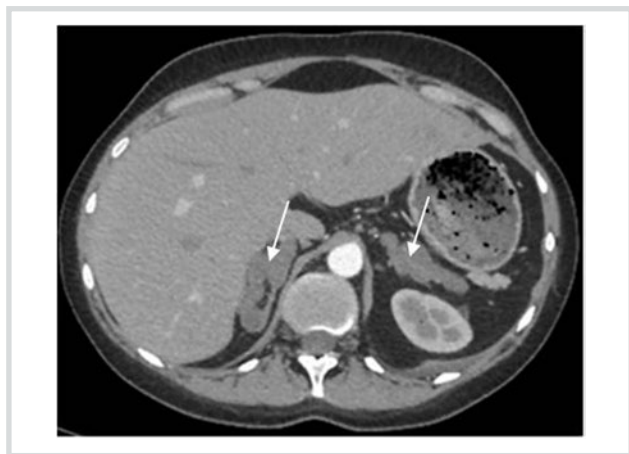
МСКТ надпочечников пациентки Ю., артериальная фаза, аксиальная проекция (надпочечники указаны стрелками).
